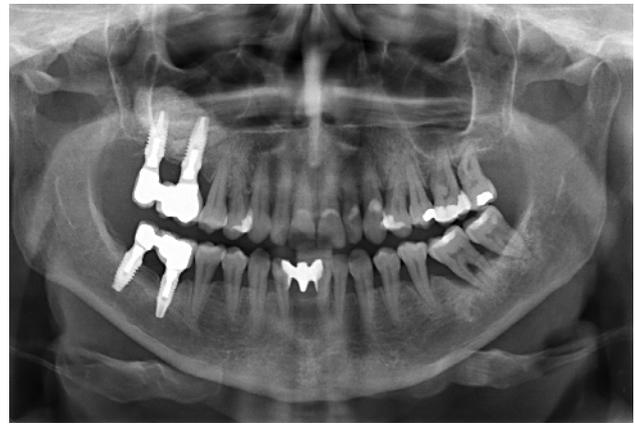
Radiografía con la prótesis cementada definitiva.
